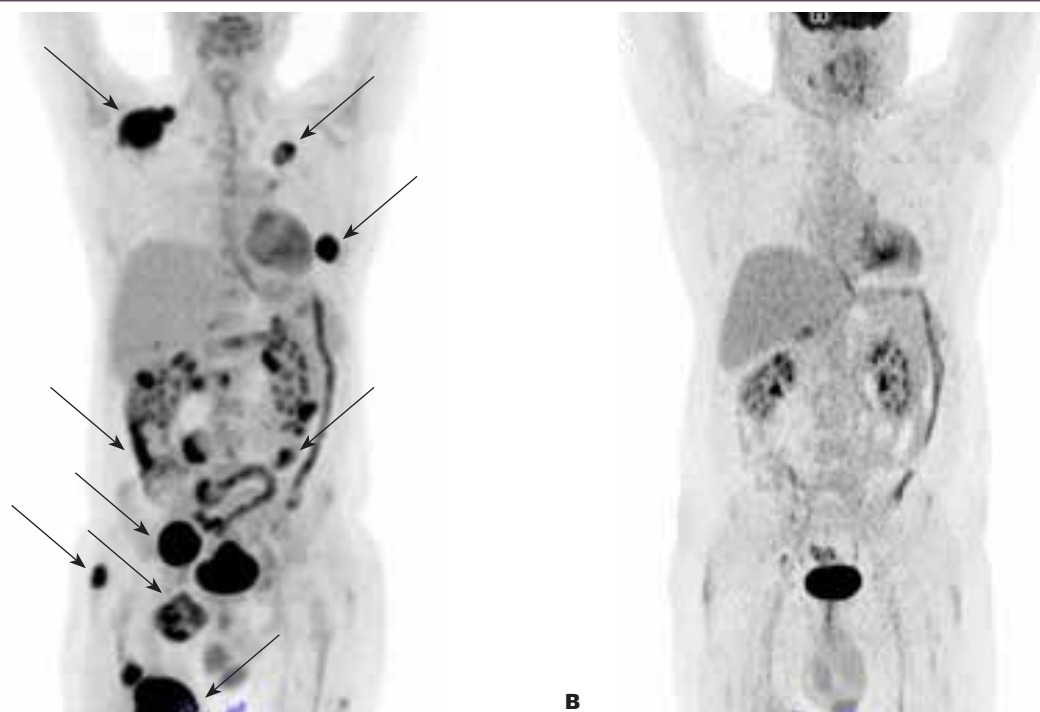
PET-CT skanning af patient med metastaserende melanom før (A) og 1 år efter (B) behandling med T-celleterapi (ekspanderede TIL). 18F-FDG PET positive metastaser er indikeret med pile.
